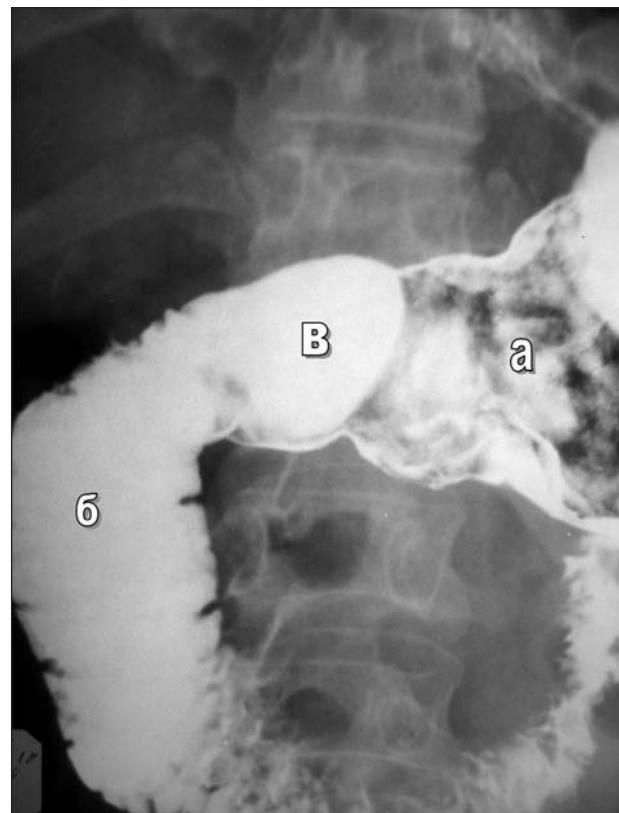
Рентгеногастрограмма больной Д., 43 года, через 5 суток после реконструкции пилоробульбарного перехода (положение Тренделенбурга). Признаки дуоденогастриального рефлюкса не определяются: а — антравальный отдел желудка; б — постбульбарный отдел двенадцатиперстной кишки; в — «препилорический карман»
